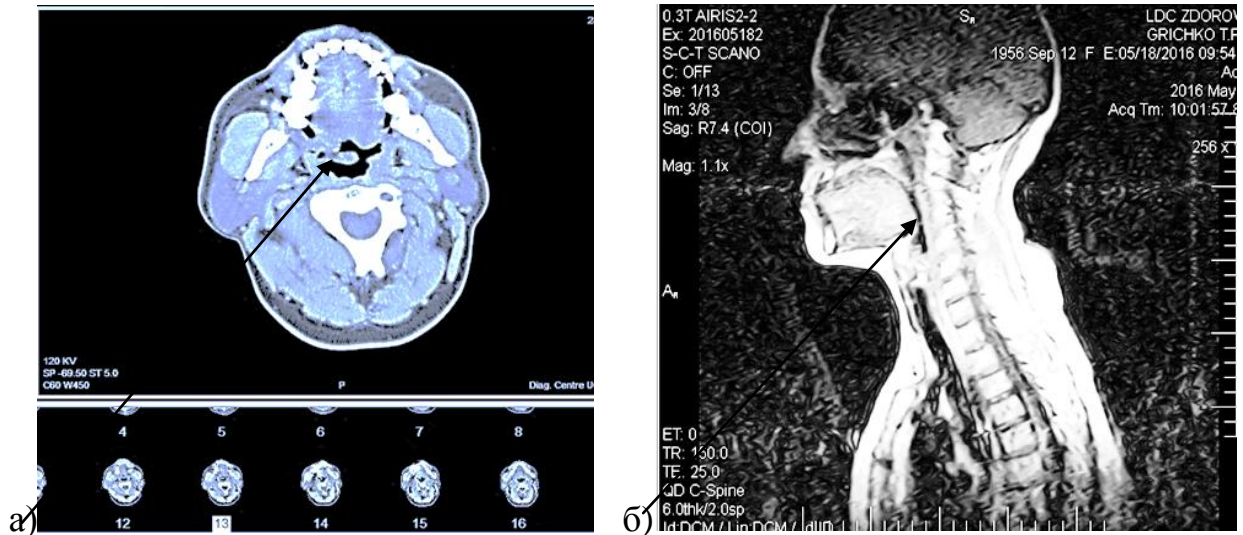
КТ дослідження: а) наявність контакту краю надгортанника з коренем язика; б) збільшені розміри і форма язикового мигдалика.
